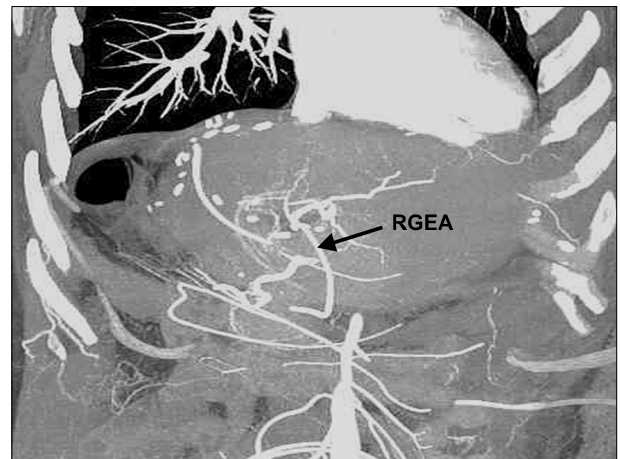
Liver dynamic CT shows good hepatic artery anastomosis at the 14th postoperative day. Abbreviation: RGEA, right gastroepiploic artery.
